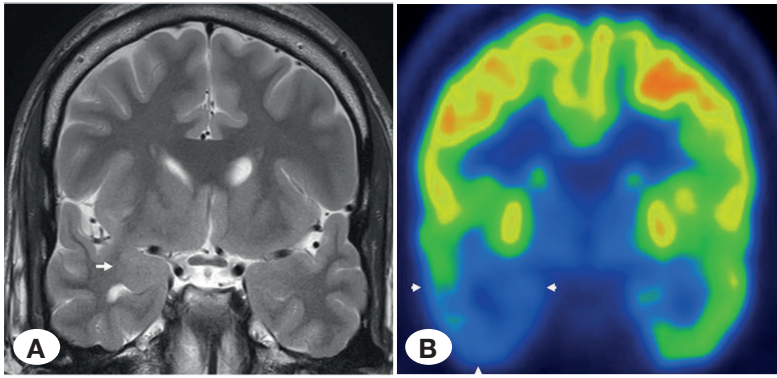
The concordance between MRI and FDG-PET in a 26-year-old male with non-hippocampal sclerosis abnormality. A) Coronal oblique fast spin-echo T2-weighted (TR/TE: 5000/120 ms) shows thickening of the right mesial temporal cortex and amygdale (arrow). B) Coronal oblique FDG-PET scan shows different metabolism between temporal lobes that the right side shows hypometabolism (arrowheads).
